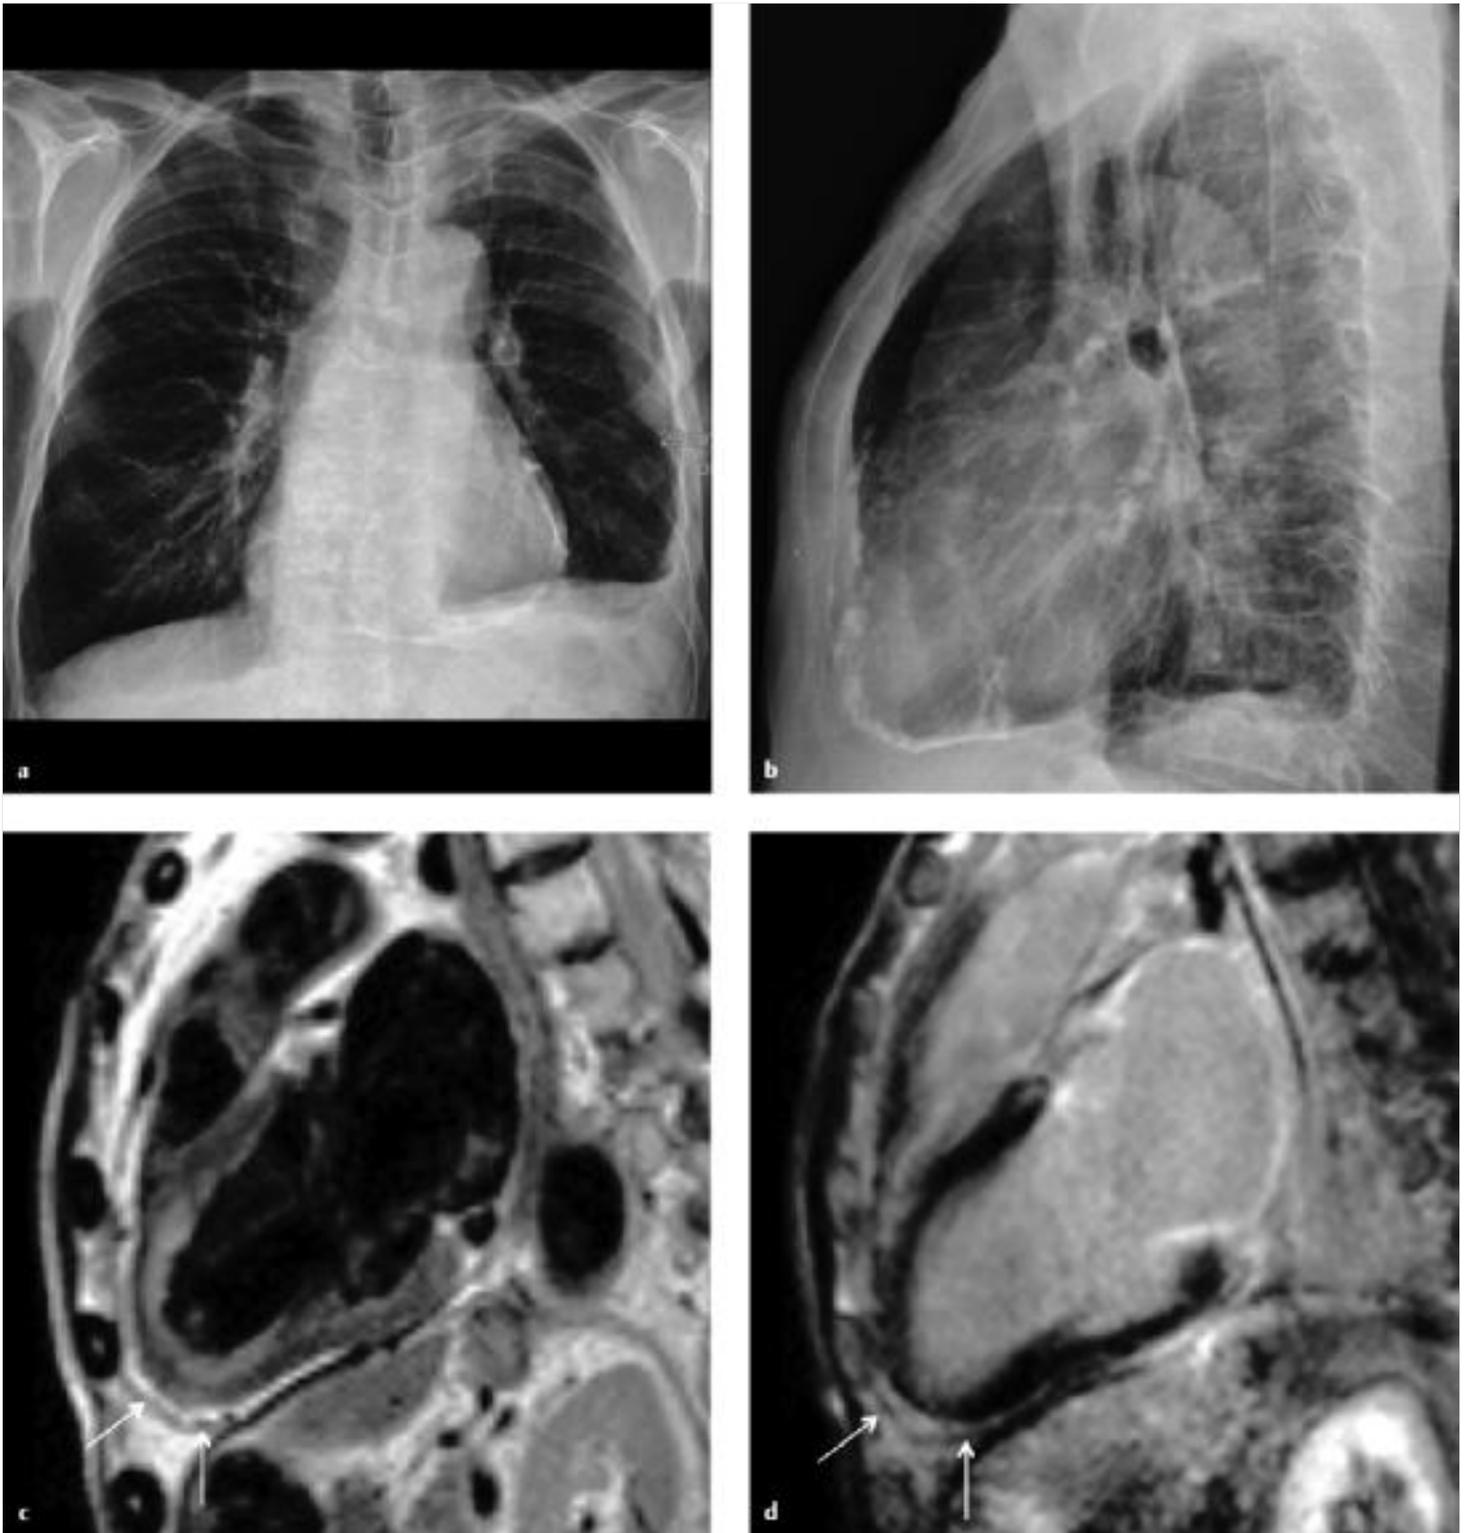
Pericarditis constrictiva. Ausgeprägte Verkalkungen des Perikards im Röntgenbild (a), die sich im Seitbild (b) in Projektion auf den rechten Vorhof und die AV-Übergangszone darstellen. In der MRT Nachweis eines signalarmen verdickten Perikards (c, Pfeile), das nach Kontrastmittelgabe keine vermehrte Anreicherung aufweist (d, Pfeile).
